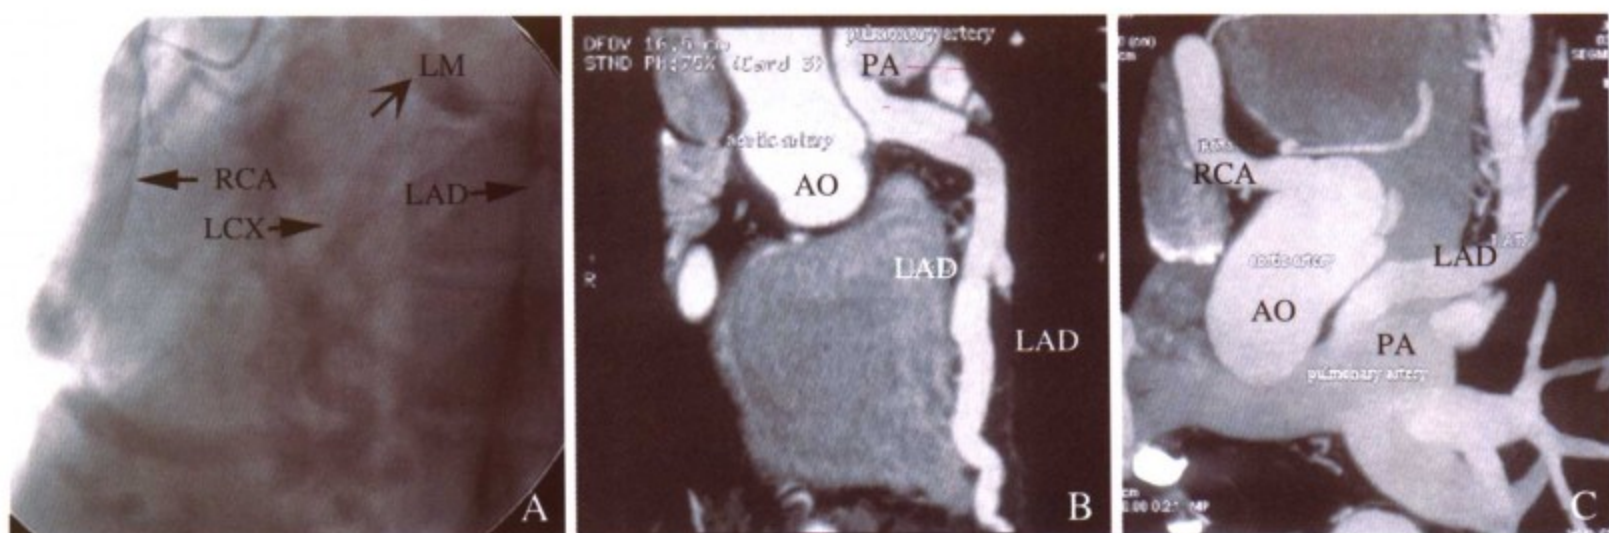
患者，女，23岁，左主干起源于主肺动脉。A，选择性冠状动脉造影未能找到左冠状动脉，在对右冠状动脉（RCA）造影时发现右冠状动脉粗大，经过交通支显示前降支（LAD）、回旋支（LCX）和左主干（LM）分别箭头指示；B和C，64层螺旋CT的MPR图像显示LAD从肺动脉（PA）处发出
